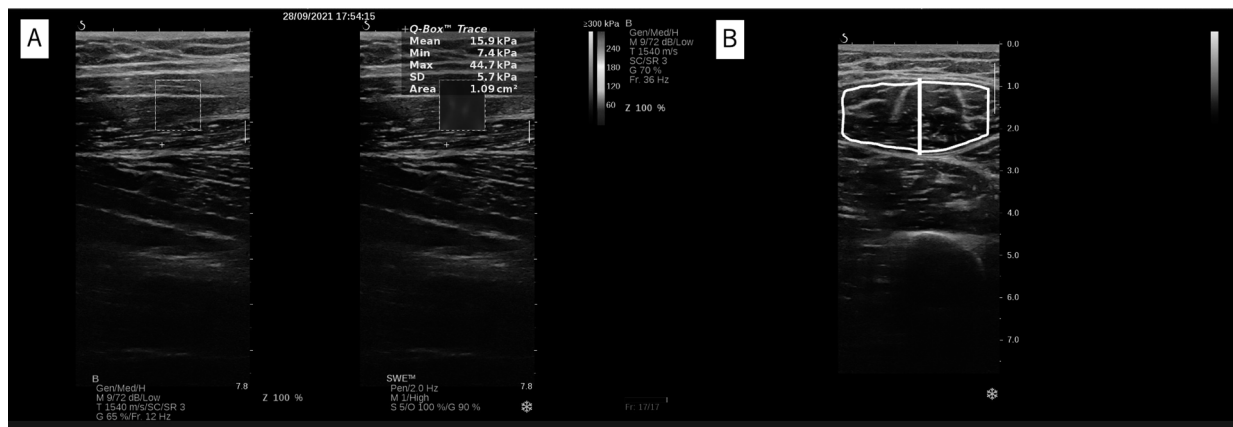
超音波画像の一例。せん断波エラストグラフィモードでは筋の縦断像もしくは線維に平行な向きでカラーマップを撮像し (A), Bモード画像は筋の横断画像を撮像した (B)。
